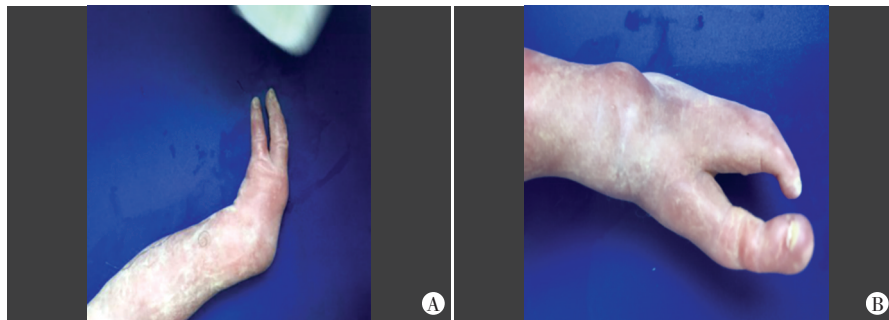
引产标本一手(A)及一足(B)图片清晰显示畸形特点,与产前超声成像相仿
